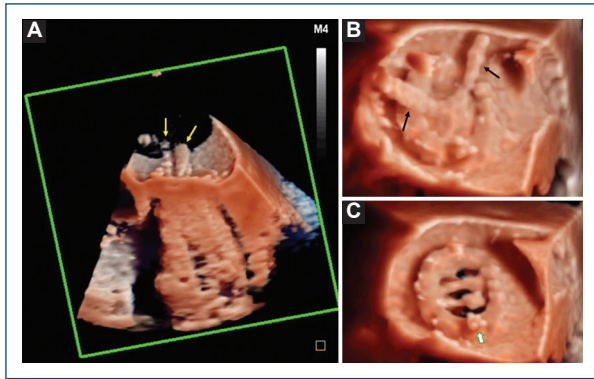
Ecocardiograma transesofágico tridimensional con transiluminación. A: en la vista de cuatro cámaras se observan imágenes muy sugestivas de vegetaciones (flechas amarillas) en el lado auricular de la prótesis mitral. B: en la vista quirúrgica durante la sístole, las flechas negras señalan las vegetaciones. C: en la vista quirúrgica durante la diástole las imágenes sugestivas de vegetaciones desaparecen, la flecha blanca señala la sutura protésica.
